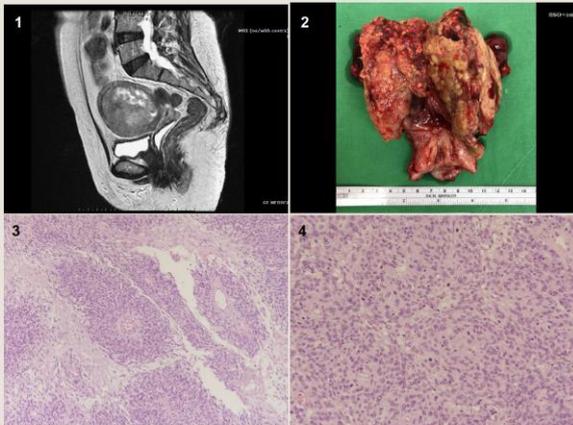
Magnetic resonance imaging showed a tumor in the uterine corpus.
